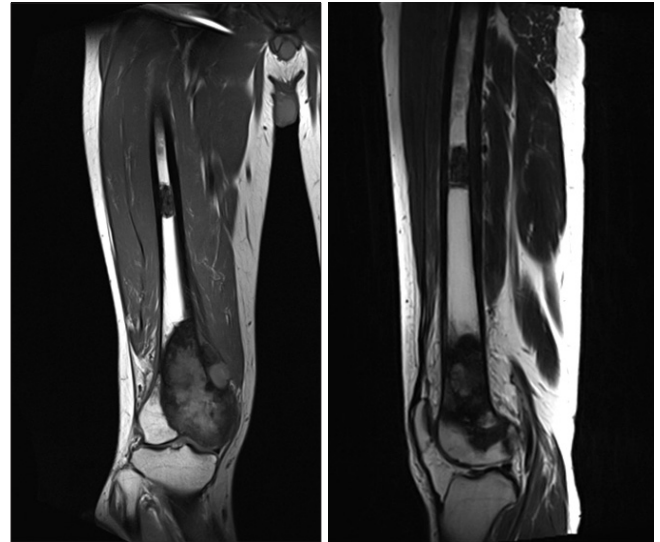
MR imaging of Right femur at the time of pre-operative restaging examination. T1 coronal and sagittal image of whole femur showing the skip lesion in proximal diaphysis.
